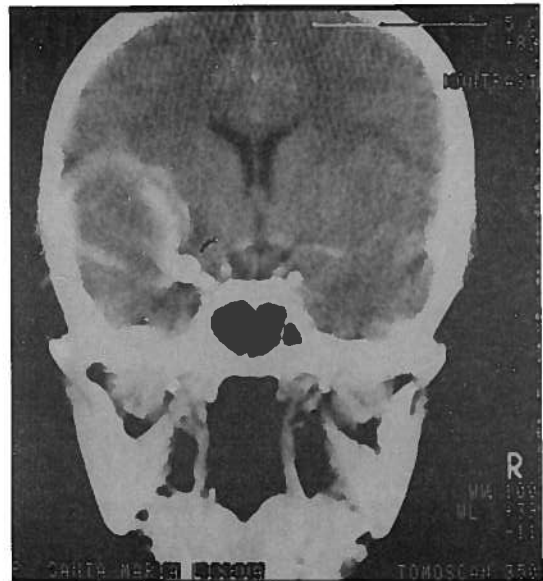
Caso 4— Tomografia computadorizada com contraste IV um mês após embolização observando-se o balão insuflado (seta) e trombose do saco aneurismático com áreas parietais de calcificação e habitual captação..
